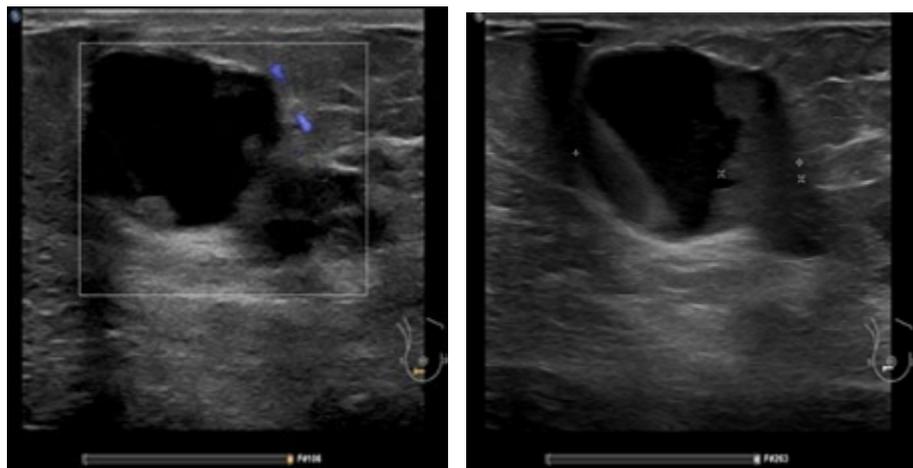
Ecografía de mama.- Masa sólida quística compleja con lesión sólida irregular
